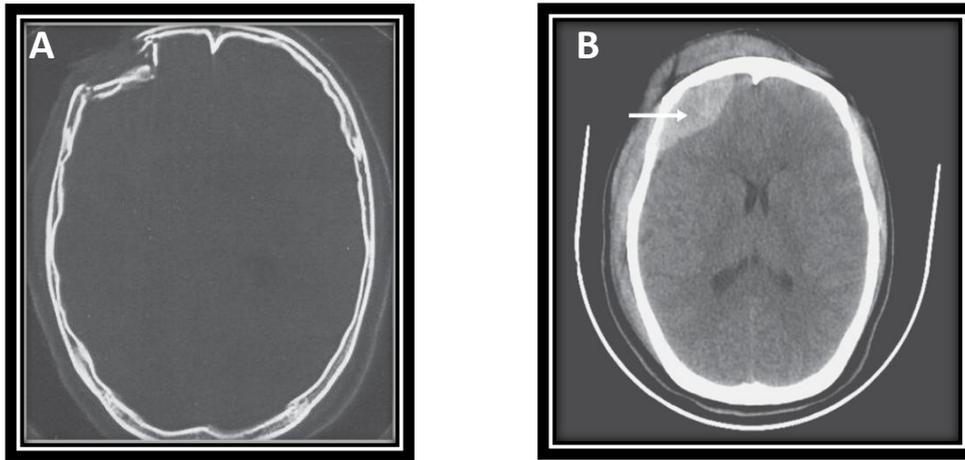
Tomografías Computarizadas tras un traumatismo craneoencefálico.A. TC donde se visualiza fractura por hundimiento. B. TC donde se aprecia hematoma epidural. La flecha señala la zona afectada. Tomada de Enriquez, 2015.
